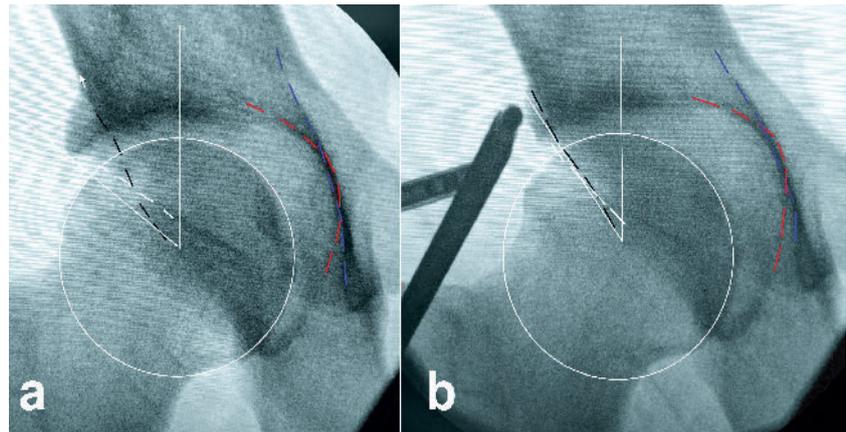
Pincer-Symptomatik bei einem CE-Winkel von 52° und Coxa profunda, bei der die mediale Begrenzung der Pfanne (rot gestrichelt) die Linea ilioischiadica (blau gestrichelt) überschreitet. Der anterolaterale, segmentale Überhang zeigt sich als Überkreuzung (Cross-over-Zeichen) des Vorderrandes (weiß gestrichelt) zum Hinterrand der Pfanne (schwarz gestrichelt) (a). Die intraoperative Zuhilfenahme des Röntgen erlaubt eine genau messbare anterolaterale Knochenabtragung (b).
